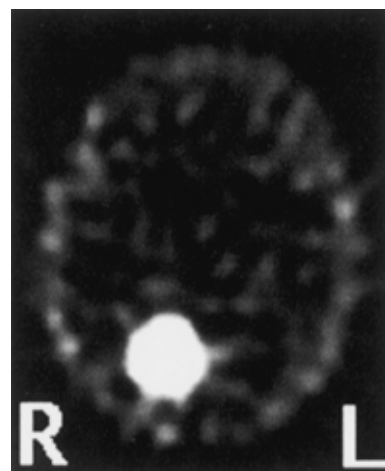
脳タリウム SPECT . 右後頭葉への著明な集積を認めた .
